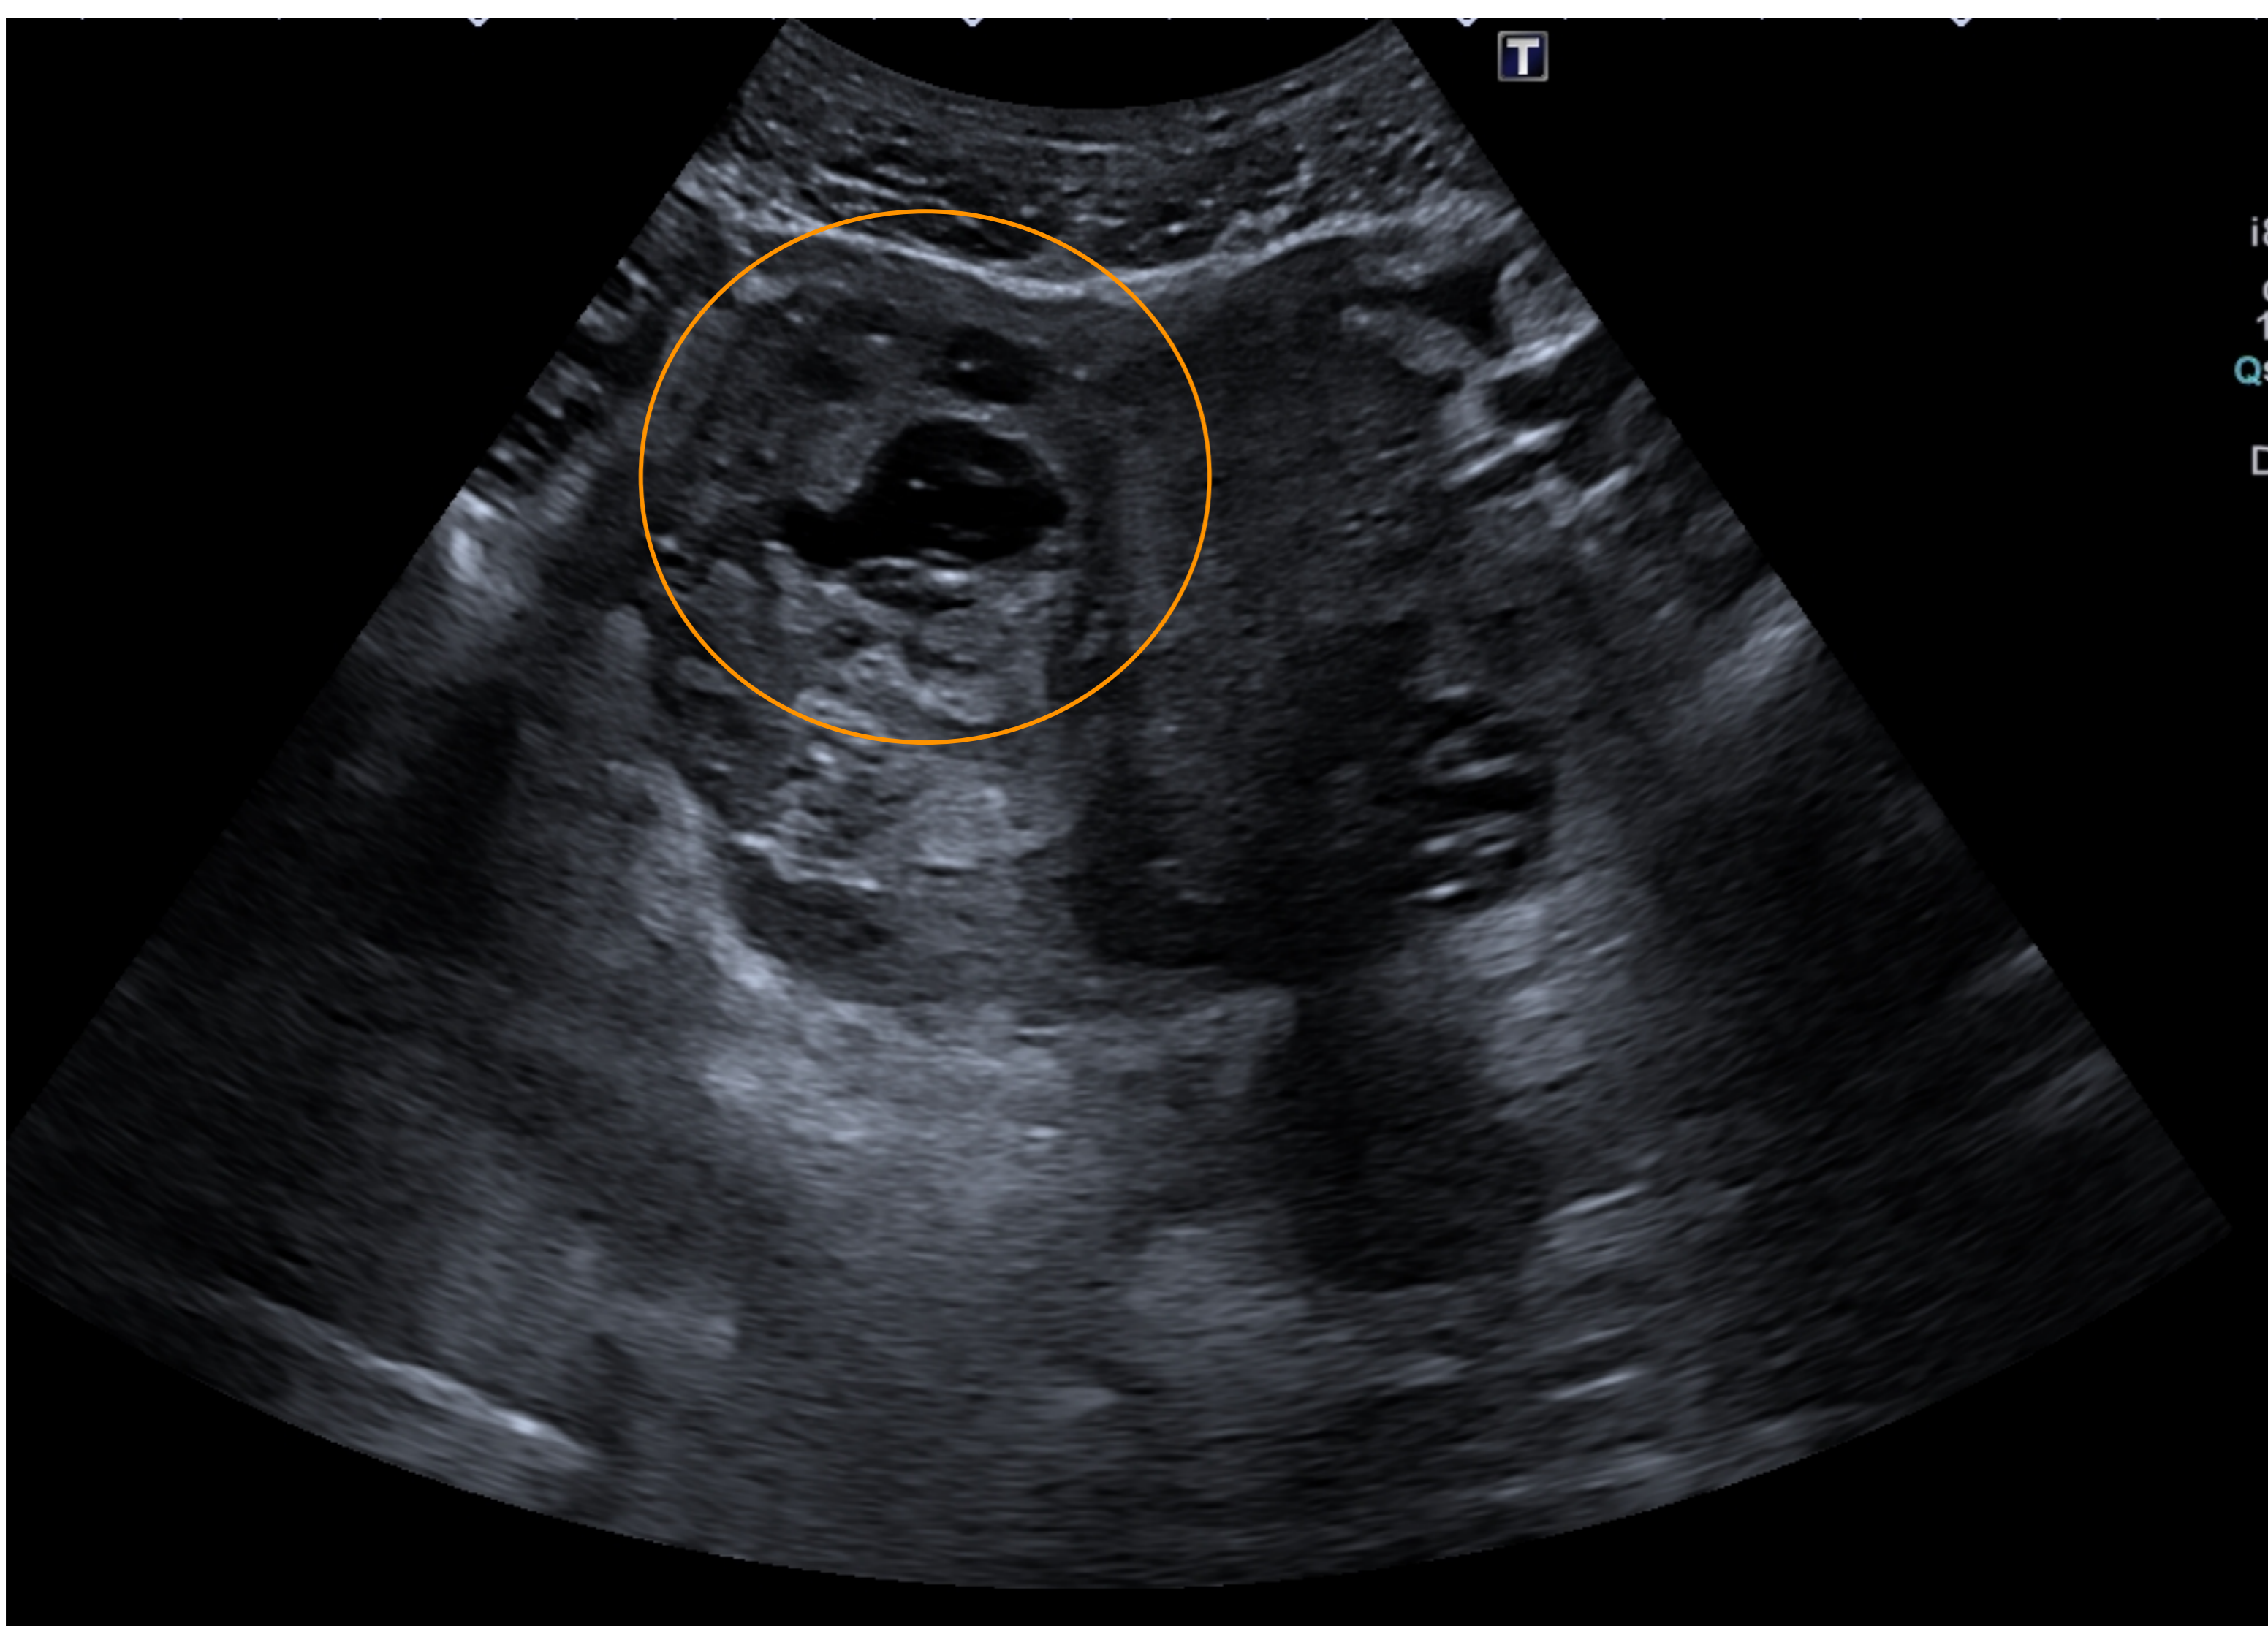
(axial). Se revisan imágenes de TC previa, donde se evidencia quiste anexial simple en esta misma localización, no claramente visualizado mediante el estudio actual.
